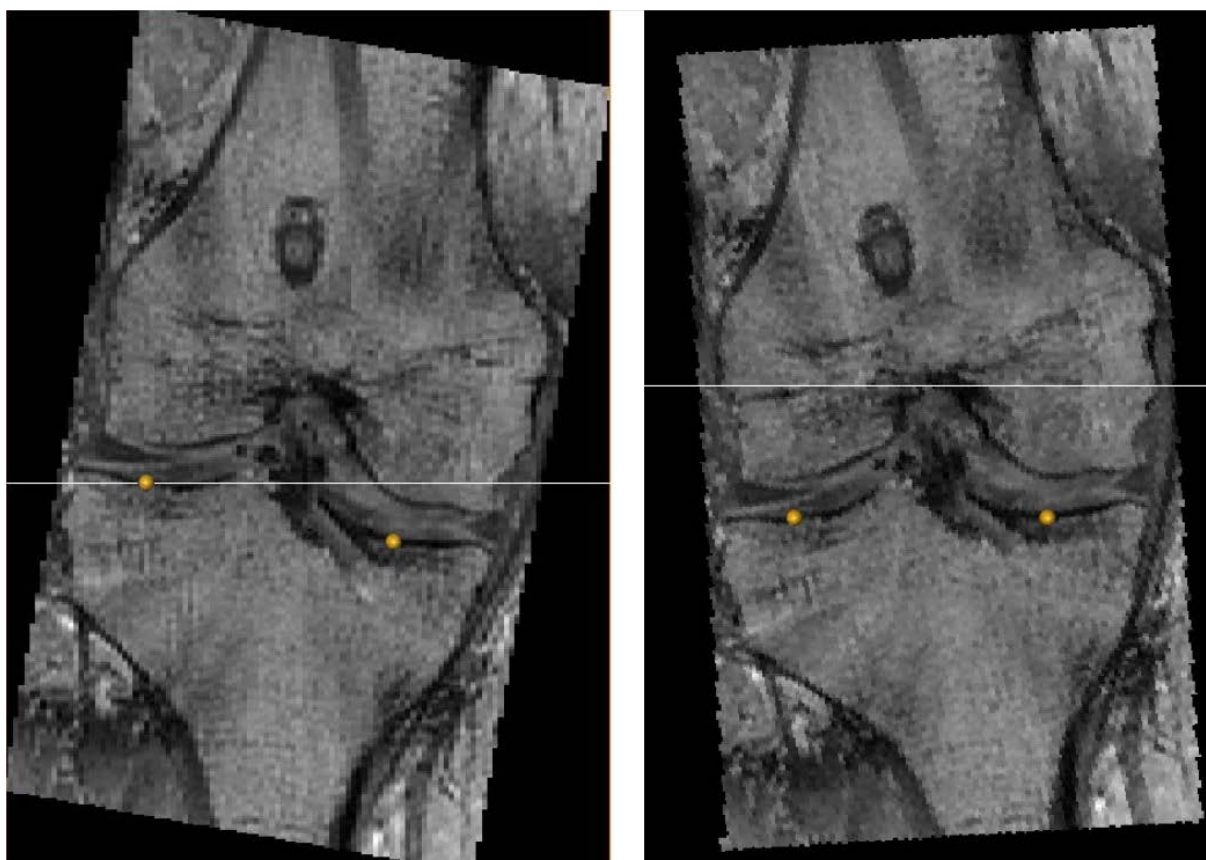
Tibia in frontaler Schnittfläche vor und nach der Korrektur des MRT-Datensatzes
